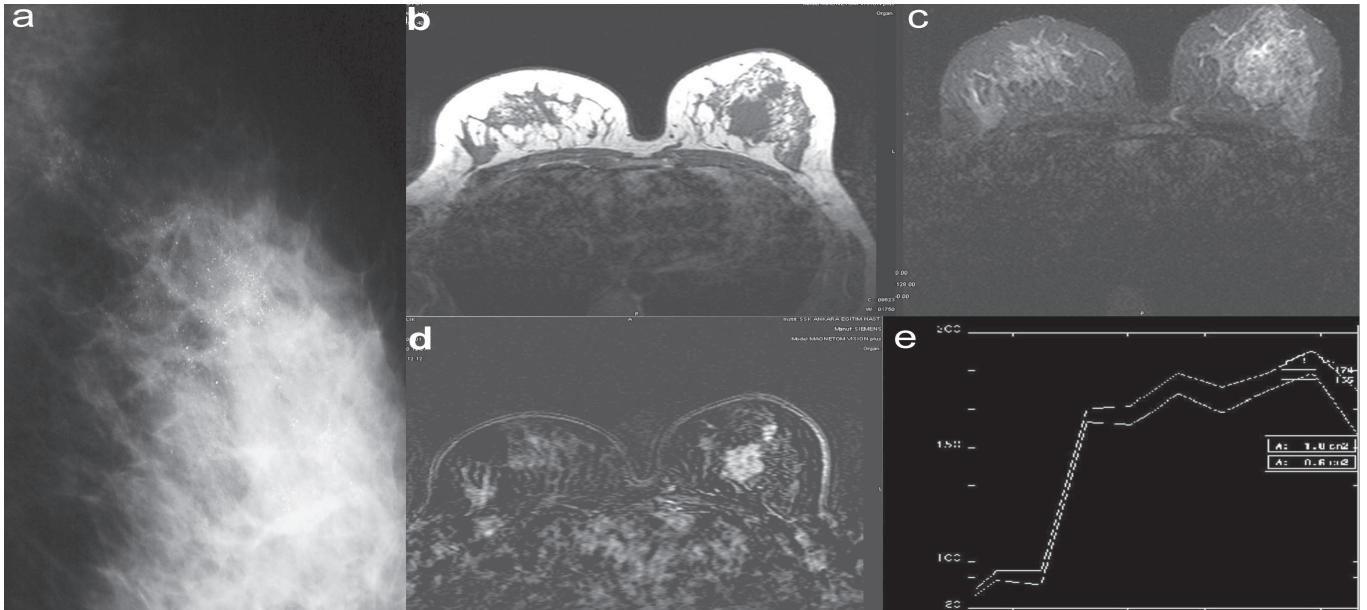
On left mediolateral oblique mammography (a) of a 47-year-old female with invasive ductal carcinoma, lesion with irregular contours and pleomorphic calcifications is seen in the superior outer quadrant of the left breast. On MRI, the mass is hypointense on T1-weighted image (b) and hyperintense on T2-weighted TIRM image (c), showing prominent signal enhancement on dynamic contrast-enhanced T1-weighted subtracted image (d). The time signal intensity curve of the lesion shows a type 2 time course (plateau), with a moderate, early period contrast enhancement rate between 60–80%, (e).
